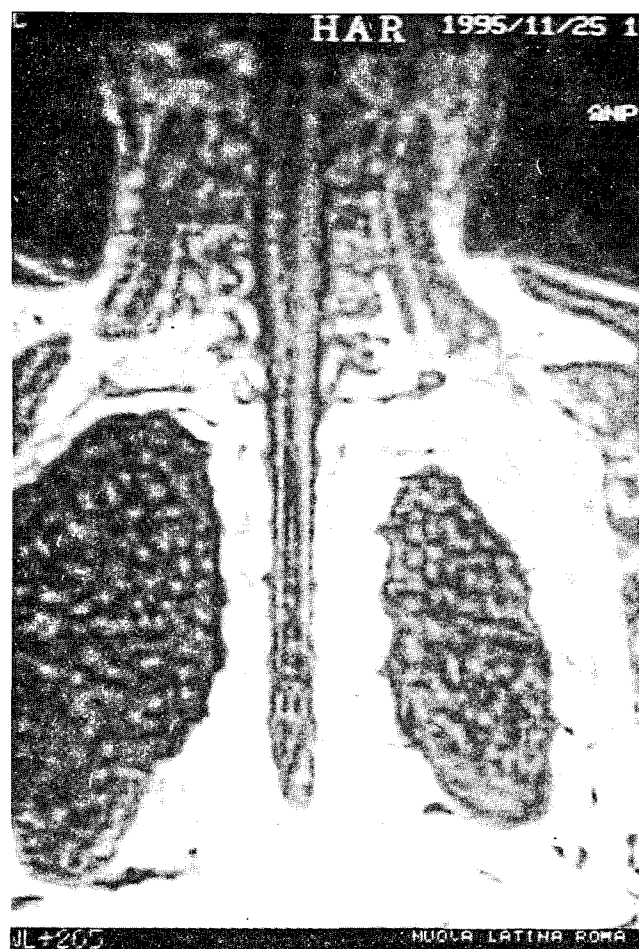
Stesso caso: scansione coronale RM in cui si apprezza l'estensione cervicale della cavità siringomielica che raggiunge C2.
